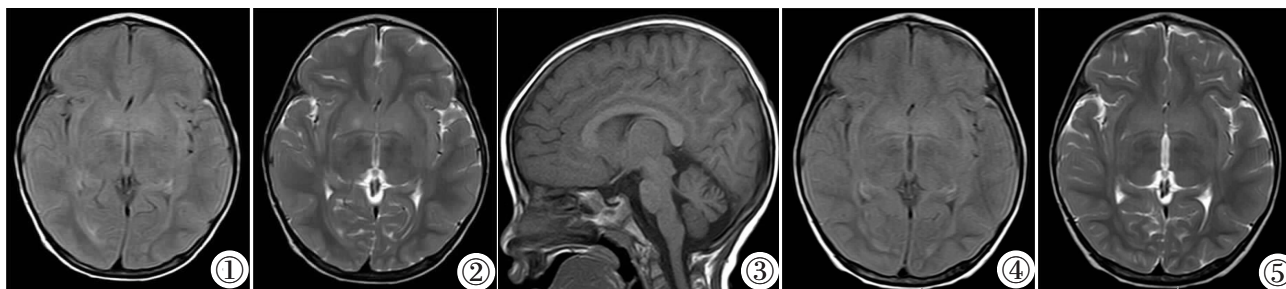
T₂FLAIR 像轴位:双侧苍白球肿胀,双侧苍白球区斑片状 T₂FLAIR 像高信号,边缘模糊。图 2 T₂WI 轴位:双侧苍白球肿胀,双侧苍白球区斑片状 T₂WI 高信号,边缘模糊。图 3 T₁WI 矢状位:小脑蚓部体积未见明显异常,小脑幕裂、叶间裂及枕下裂未见增宽、加深。图 4 T₂FLAIR 像轴位:双侧苍白球略肿胀,双侧苍白球区斑片状 T₂FLAIR 像高信号基本吸收。图 5 T₂WI 轴位:双侧苍白球略肿胀,双侧苍白球区斑片状 T₂WI 高信号基本吸收。
